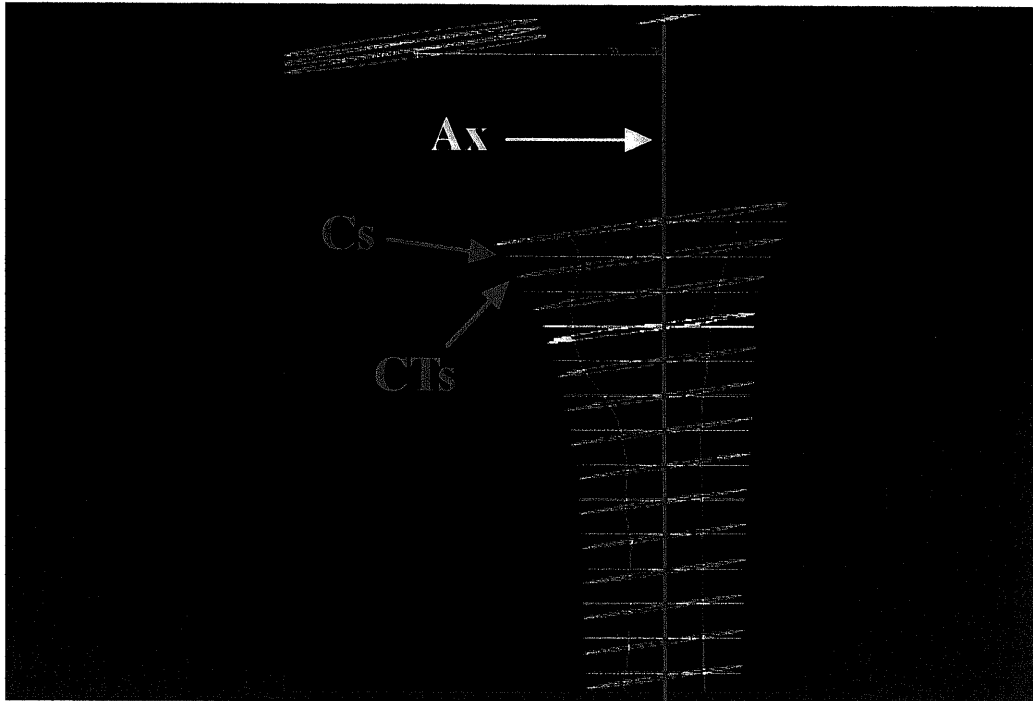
Comparison between CT section (CTs) and corrected section (Cs). These corrected sections were not co-planer to the original CT sections. Ax, Bone axis.
